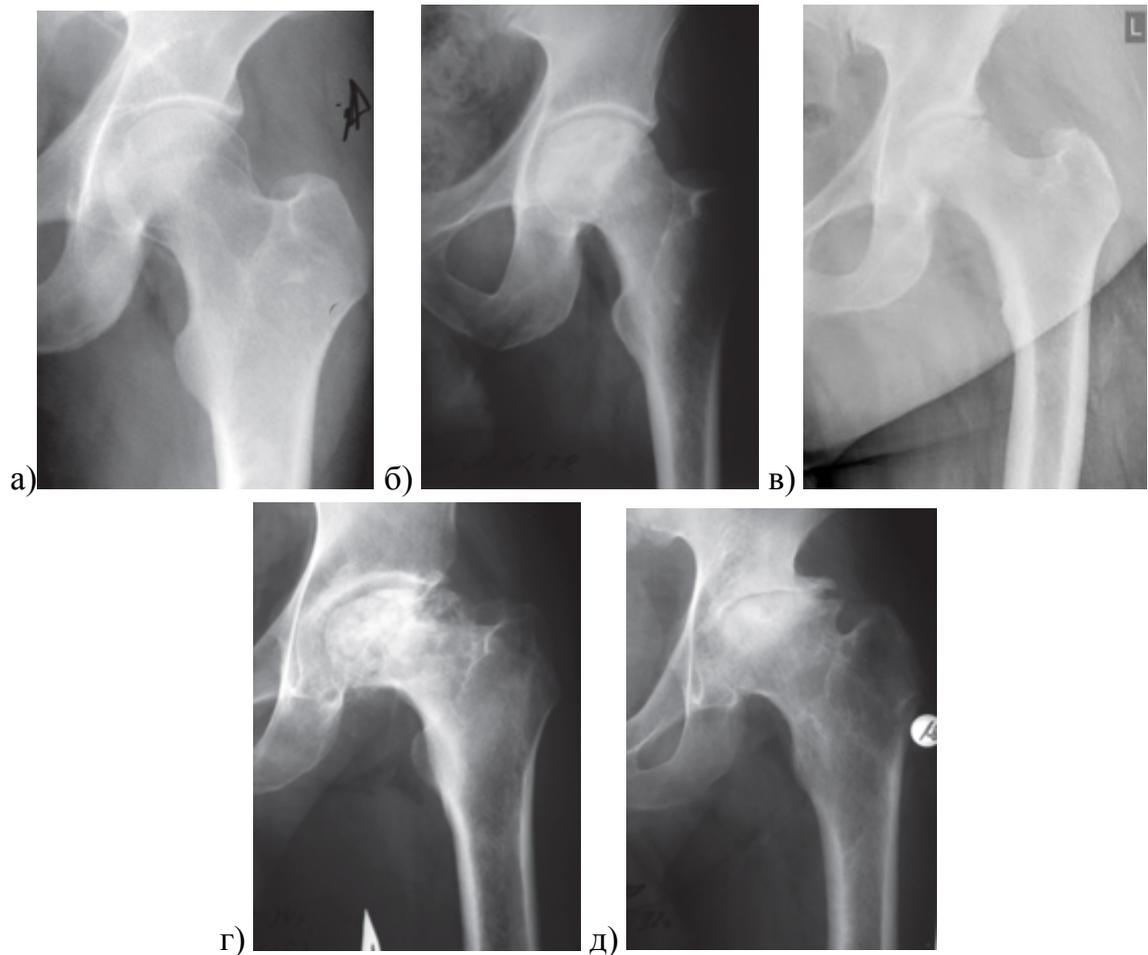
Рентгенограммы левых тазобедренных суставов в прямой проекции. Представлены различные стадии асептического некроза головки бедренной кости: а) начальная стадия аваскулярного некроза – отсутствие рентгенологических признаков; б) появление зоны рентгеновского просветления верхнего сегмента головки бедренной кости без признаков ее импрессии и деформации; в) имеются начальные признаки коллапса – хондральный перелом с оседанием участка головки и более четко очерченным очагом некроза; г) типичная картина АНГБК – грибовидная деформация головки вследствие импрессионного перелома с формированием зоны коллапса в наиболее нагружаемом сегменте головки бедренной кости и кистозными изменениями в сохранившейся части головки и шейки бедра; д) поздняя стадия остеонекроза – разрушение верхнего сегмента головки бедренной кости, склероз некротизированного участка головки, деформация и краевые разрастания вертлужной впадины, резкое сужение суставной щели
